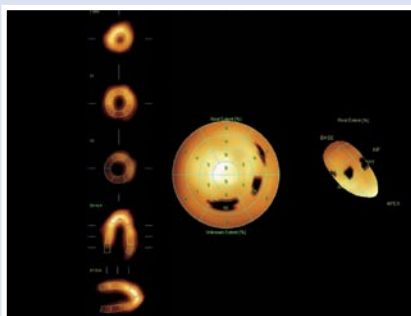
Данные синхро-ОФЭКТ пациента С, 73 года лет через 36 месяцев после реваскуляризации. Положительная динамика в виде улучшения перфузии в области задней стенки ЛЖ.
